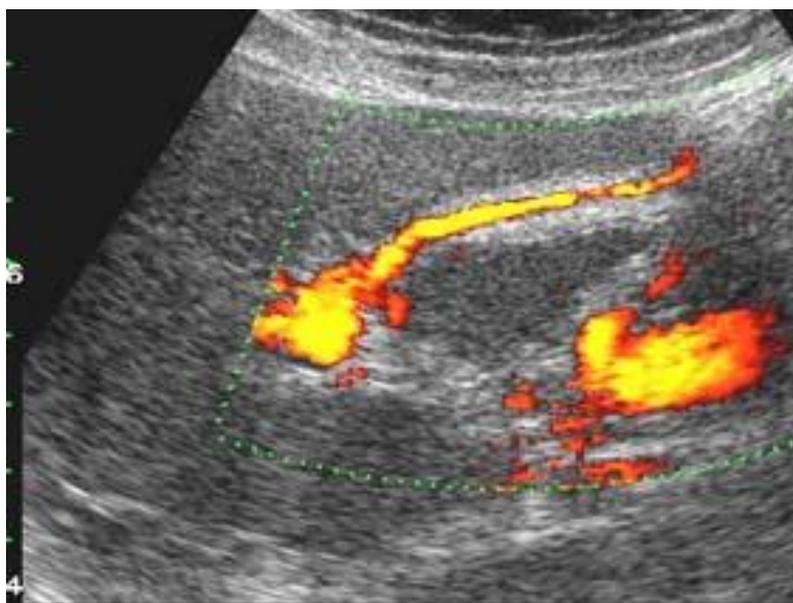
Узи картина цирроза печени в режиме ЦДК.
